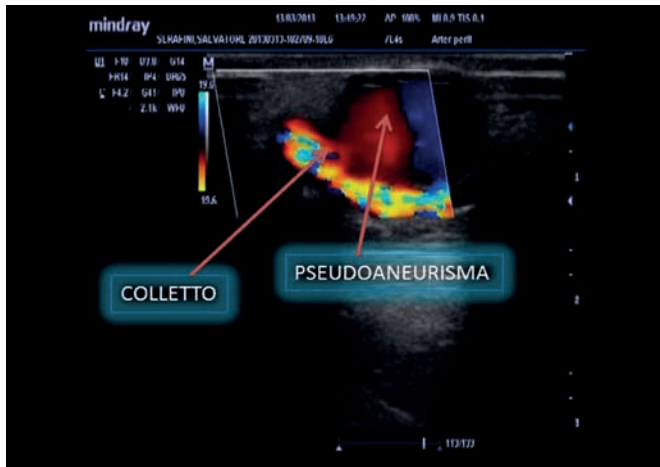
Immagine al color-Doppler di uno pseudoaneurisma.
